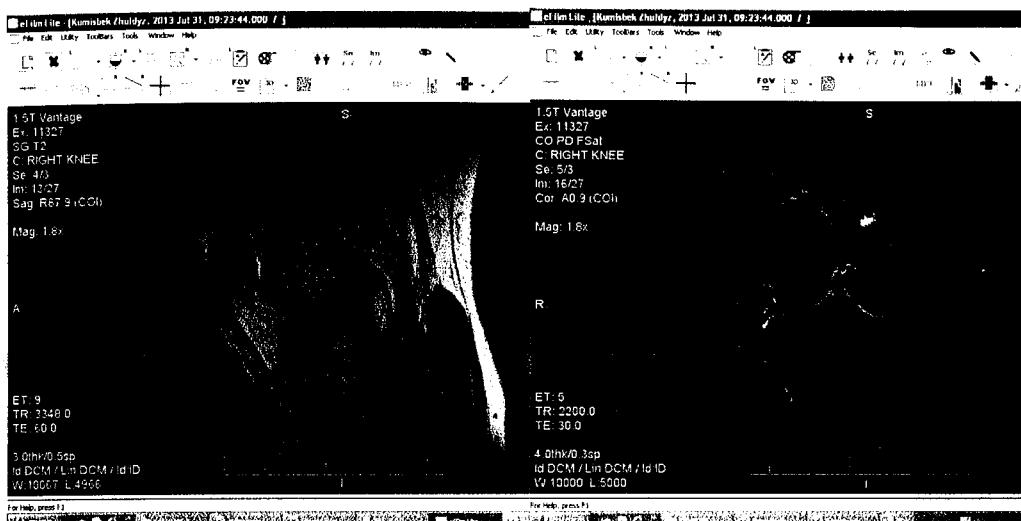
Пациент С., 27 лет: МРТ левого коленного сустава
